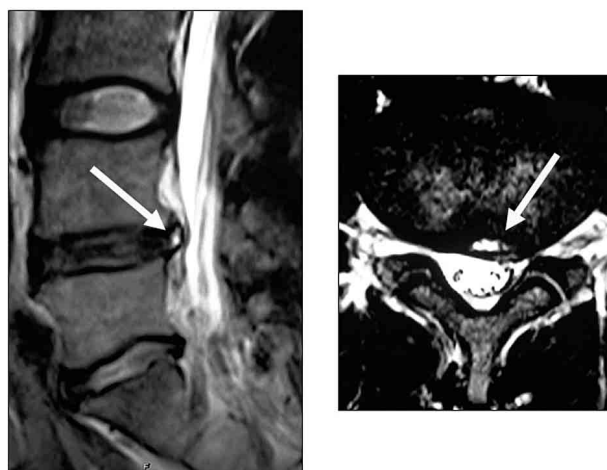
HIZ性腰椎椎間板症のMRI（プロ野球選手・内野手）
